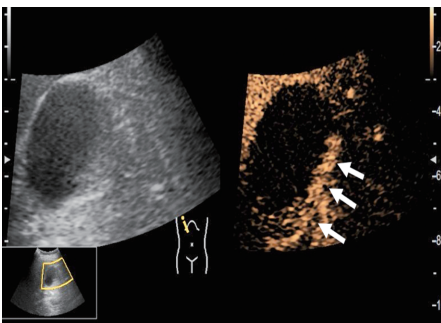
胆囊壁内血肿(箭头示)超声造影图,造影剂注入 49 s 时达峰,病灶区未完全充填,基底处呈不规则窄带状充填
